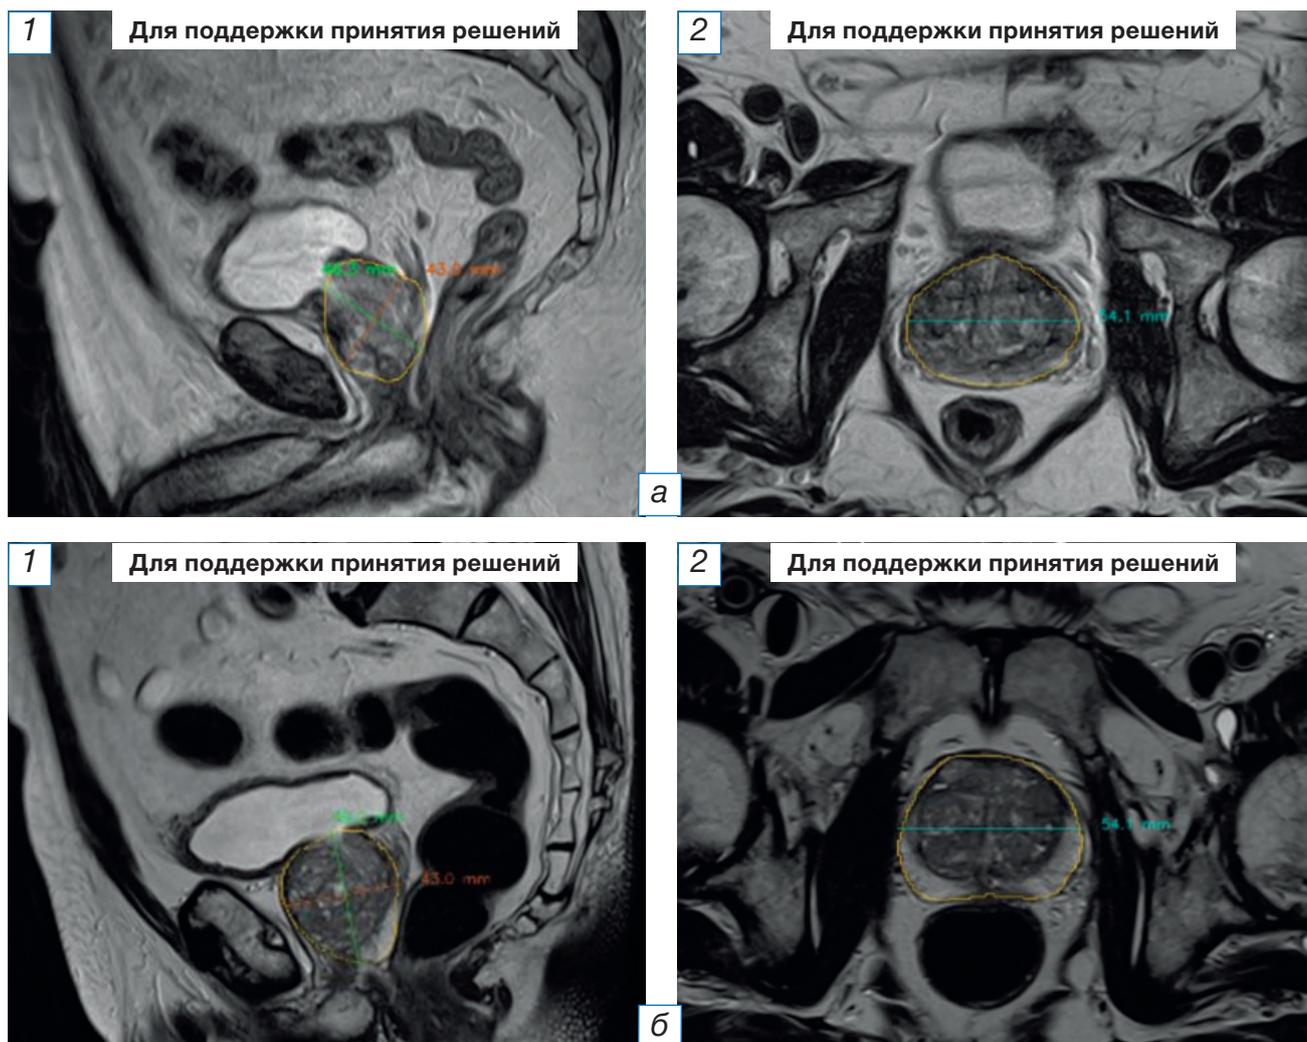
Результаты магнитно-резонансной томографии органов малого таза у мужчин в возрасте 65 (а) и 67 (б) лет, проанализированные ИИ-сервисом: сегментация и морфометрия предстательной железы выполнены правильно. 1 — сагиттальная проекция; 2 — аксиальная проекция.
